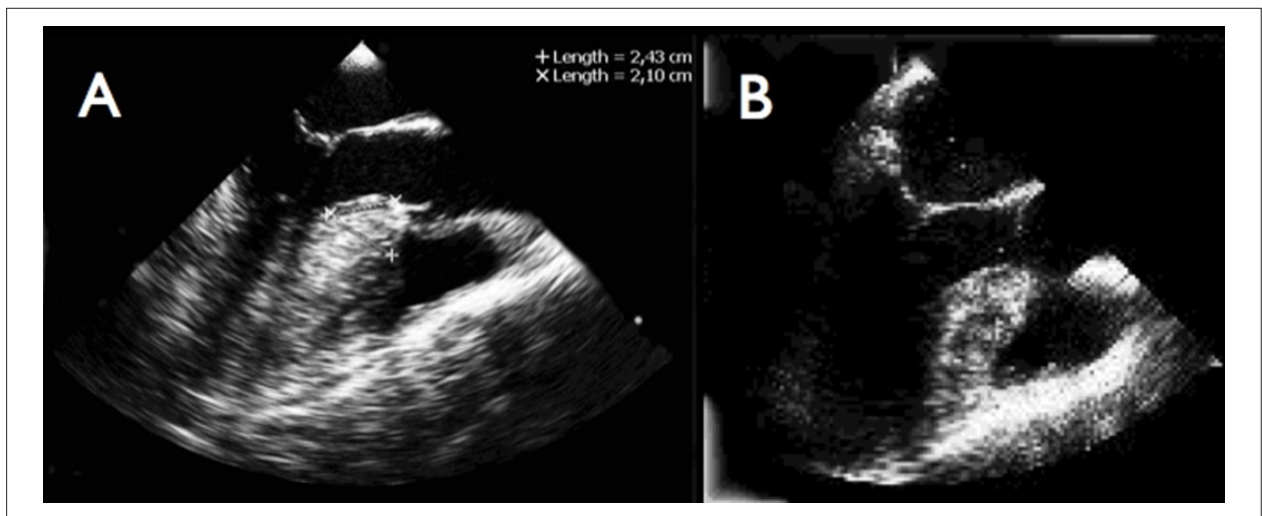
Imagen de la VSVI por el ecocardiograma transesofágico a nivel de esófago medio con 120° de angulación del transductor. Medidas del espesor del septo y distancia del mayor diámetro al anillo aórtico antes (A) y después de la miectomía septal (B).
